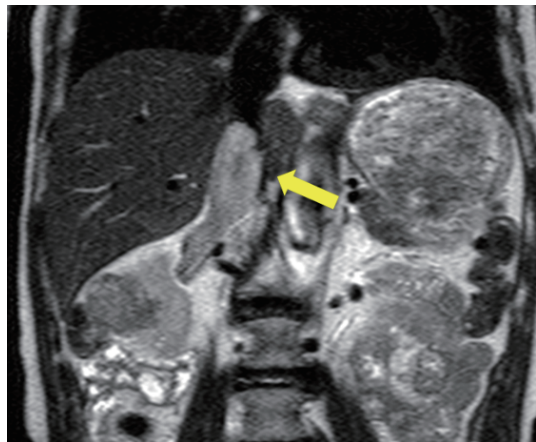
Contrast-enhanced MRI shows a mass with a maximum diameter of approximately 21 mm in the inferior vena cava, indicated by the yellow arrow.
